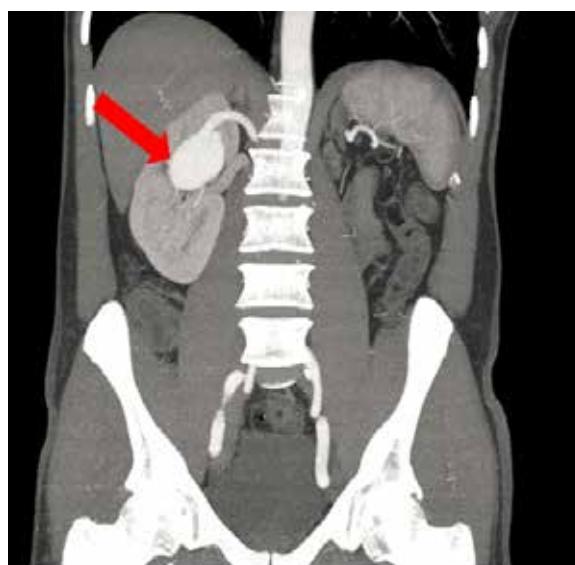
Tomografía computadorizada abdominal, corte coronal: se observa aneurisma de arteria renal derecha a nivel del hilio renal e hipoplasia renal izquierda
